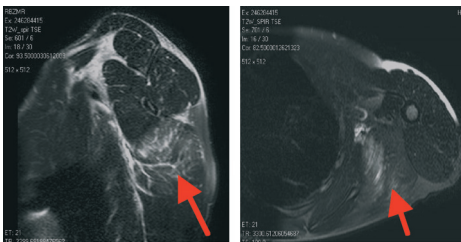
MRI-Aufnahme der linken Scapula: Läsion des M. teres major am musculo-tendinösen Übergang.
